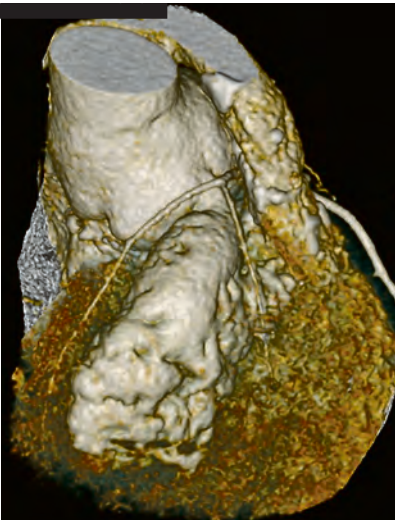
Das Kardio-CT zeigt das intramurale rechtsventrikuläre Divertikel, das vom Aortenbulbus ausgeht und von einer sich aufteilenden rechten Koronararterie umrahmt wird.
